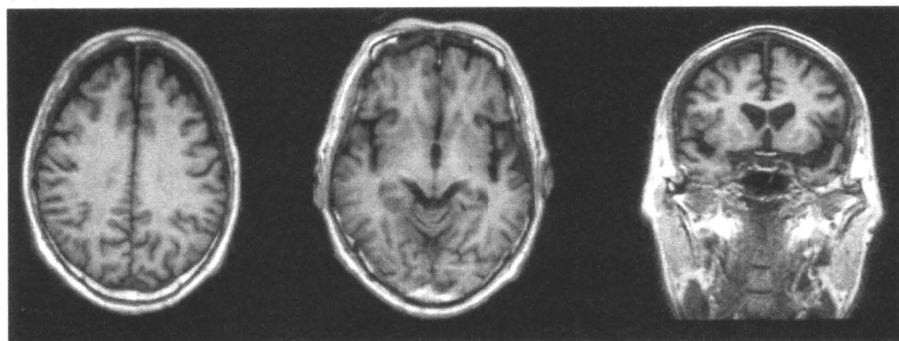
Brain magnetic resonance (MR) imaging T₁ weighted images
